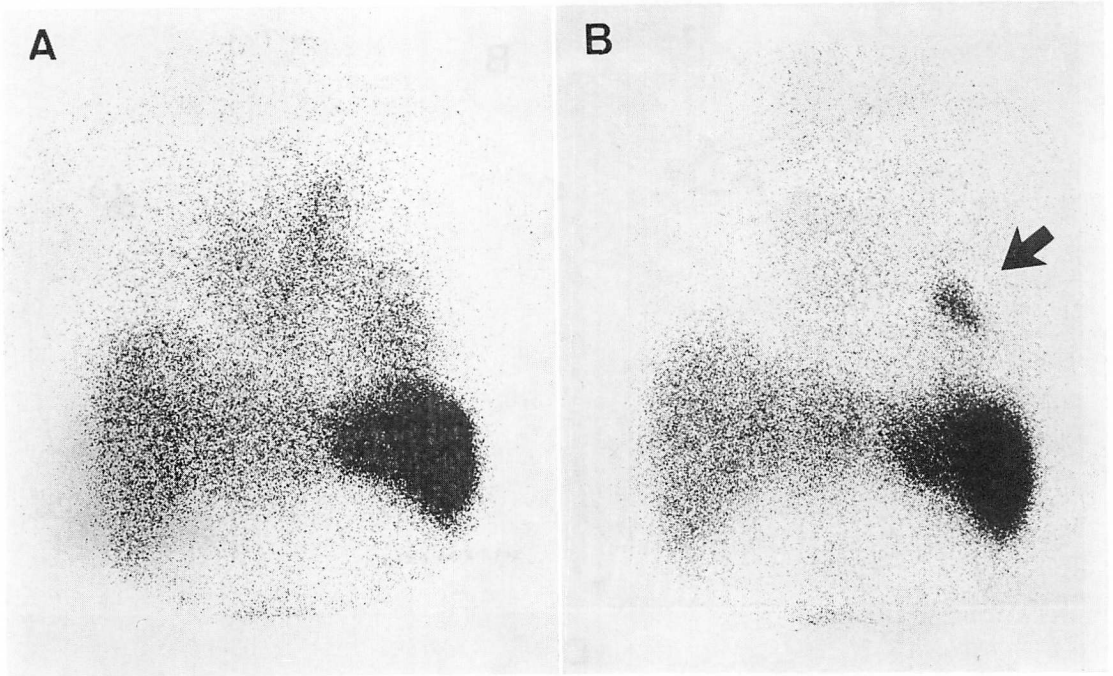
An example of scintigrams of a LV thrombus in a patient with congestive cardiomyopathy.
